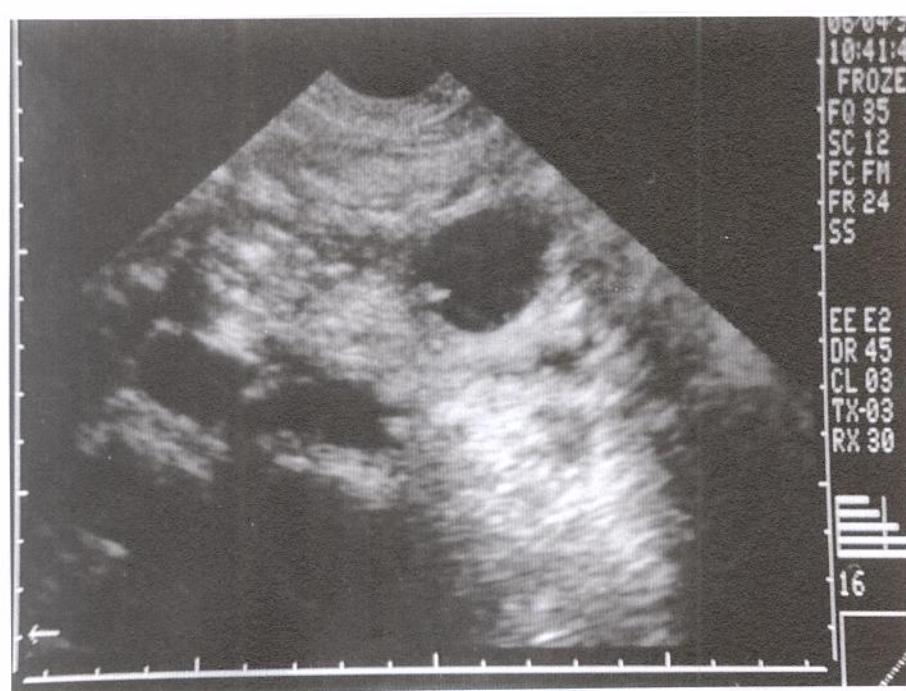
Ultra-sonografia pancreática mostrando, imagem de cisto e calcificações em cabeça do pâncreas, dilatação do ducto biliar comum.
